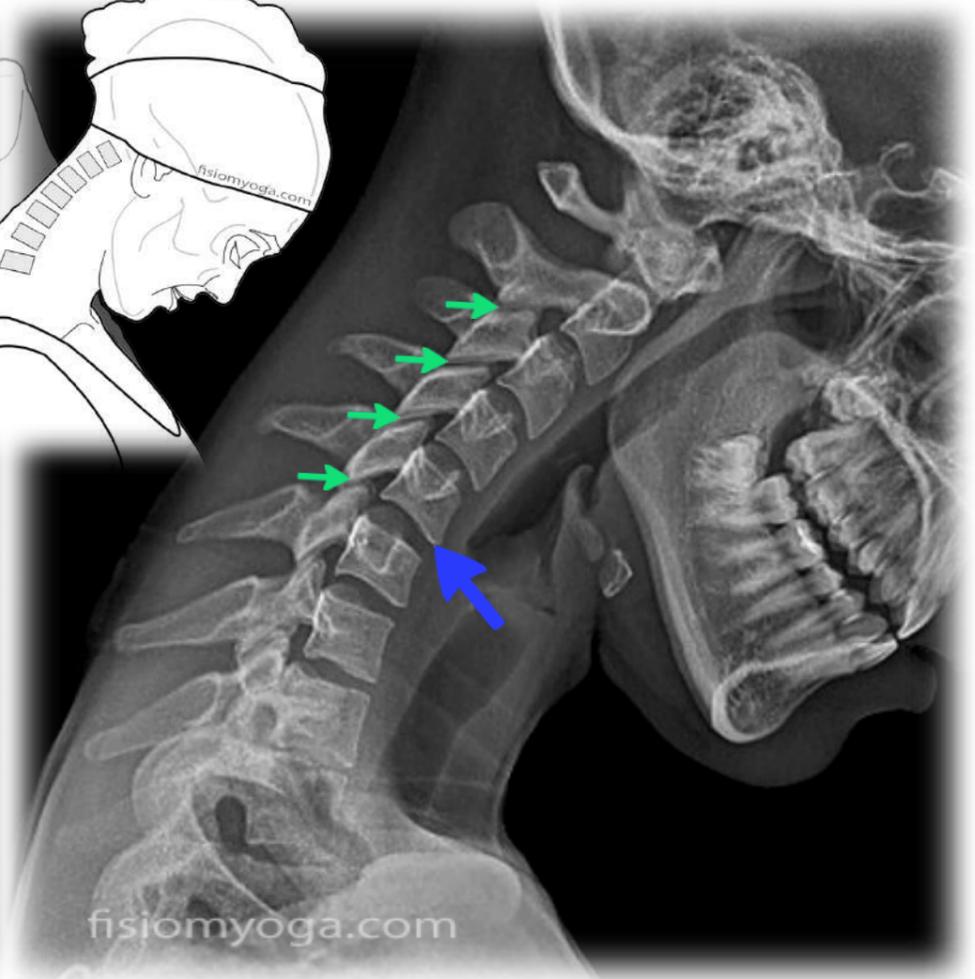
Radiografía funcional en flexión cervical
